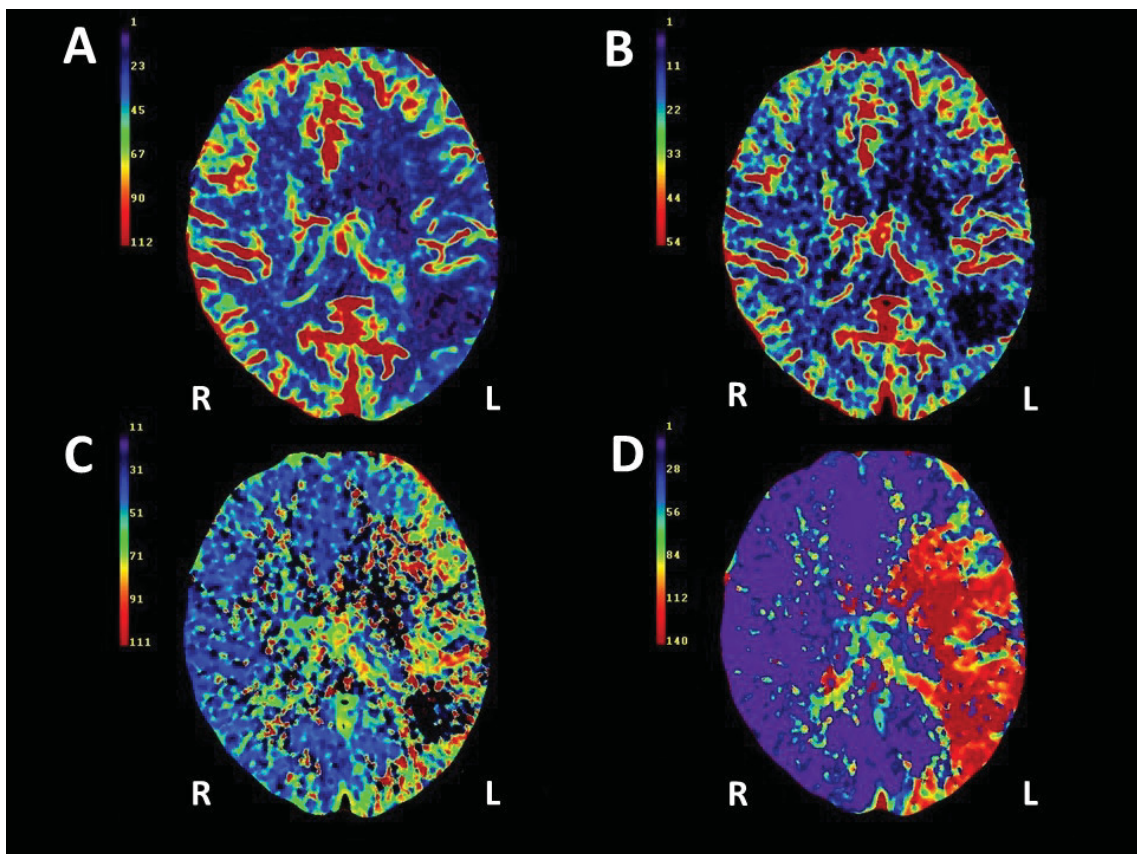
CT-Perfusion im Rahmen des CT-Stroke Protokolles
